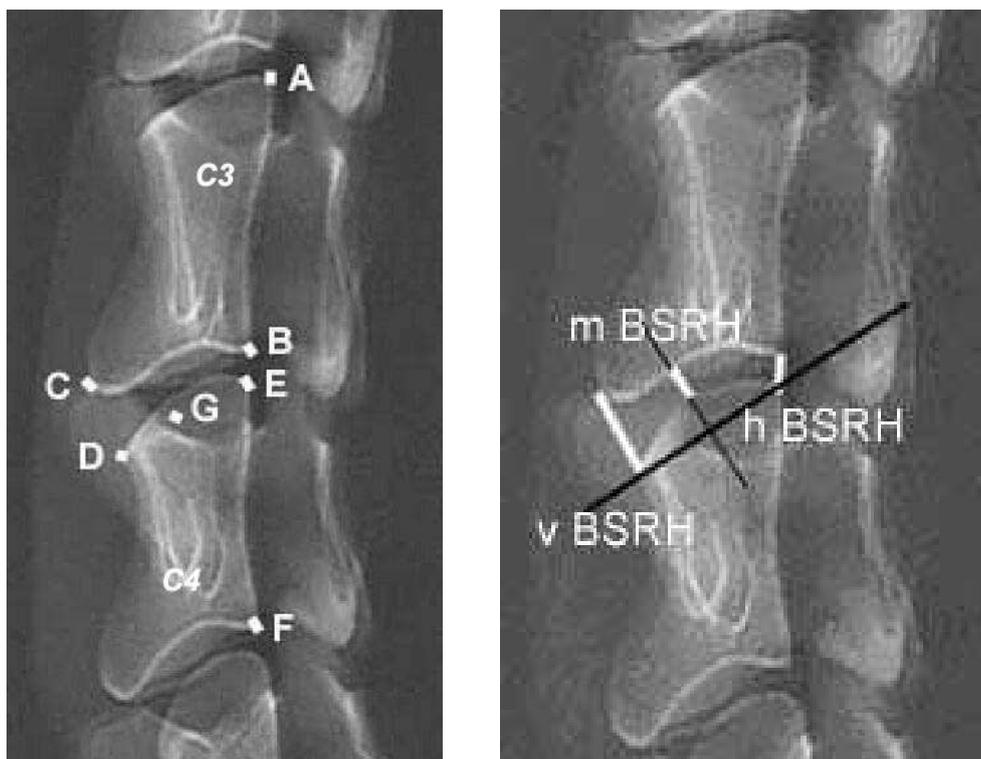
Darstellung der Fixpunkte am Wirbelkörpersegment C3/C4 im seitlichen Röntgenbild und Messparameter zur Bestimmung der Bandscheibenraumhöhen (dargestellt an nativer Wirbelsäule)
